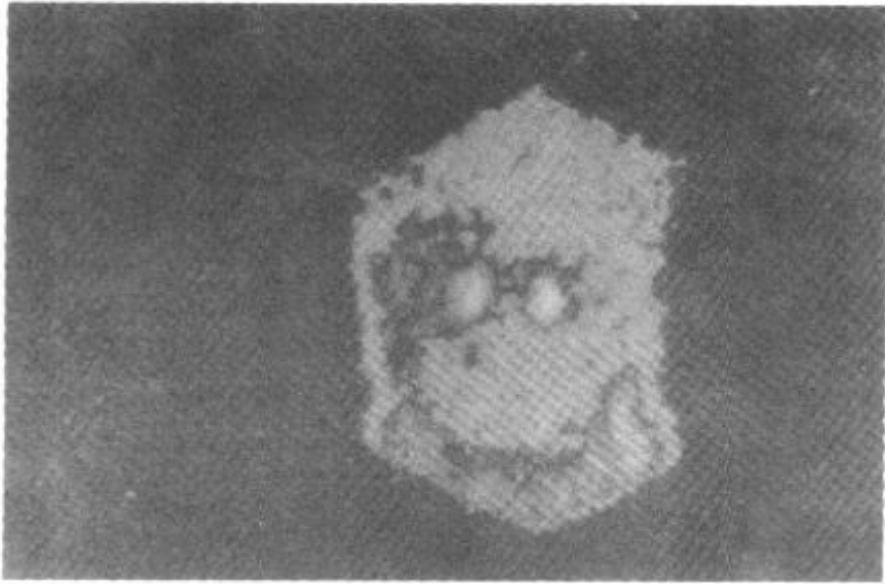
4—2 双侧肾上腺皮质增生 SPECT 表现
